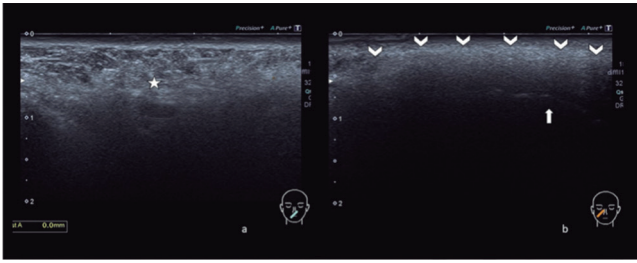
Ecografía facial de alta definición: a nivel del tercio medio-inferior derecho de la cara se observó aumento del espesor del tejido celular subcutáneo, heterogéneo, con trabeculación y edema que se traducía como un aumento de la ecogenicidad (estrella).
